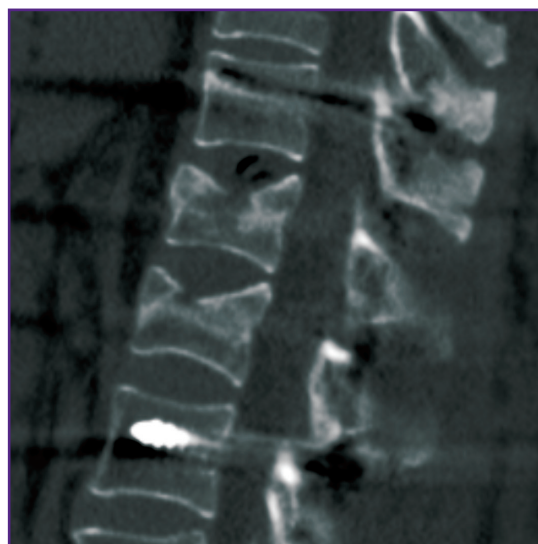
КТ позвонков Th₁₁ и L₂ больной И. через 6 мес после операции
